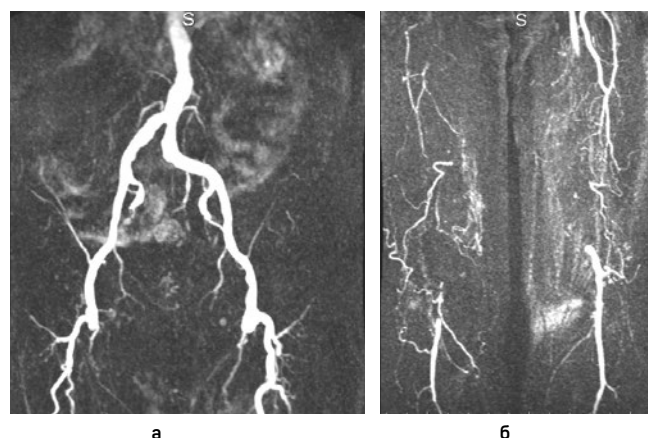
Атеросклеротические окклюзии обеих поверхностных бедренных артерий: а, б — МР-ангиограммы аортобедренных и бедренно-подколенных сегментов соответственно: окклюзии обеих поверхностных бедренных артерий, подвздошные артерии и глубокие артерии бедер без значимого поражения, субстрата для рентгеноэндоваскулярной операции или малотравматичного вмешательства на глубоких артериях бедер не выявлено. Пациент ранее перенес неоднократные реконструкции бедренно-подколенных сегментов с обеих сторон. Выраженная сопутствующая патология обуславливала невозможность длительных, травматичных хирургических вмешательств. Учитывая отсутствие критической ишемии, принято решение о проведении консервативного лечения
